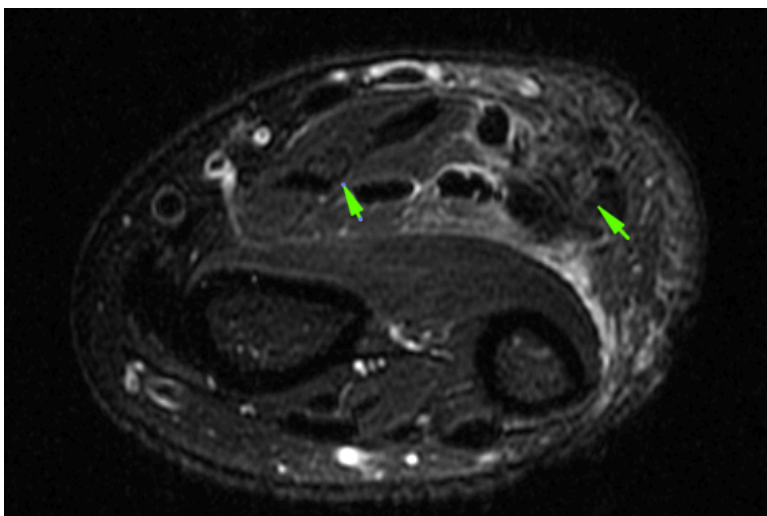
As setas indicam o aspecto radiológico de imagem obtida por RM 1.5T com corte axial ponderado em T2 (T2-weighted), de punho sem evidência de lesão do nervo mediano (a esquerda) ou do nervo ulnar (a direita), onde se pode observar o padrão isointenso dos nervos saudáveis.
